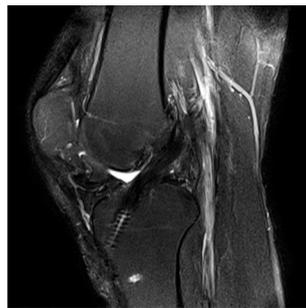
术后15个月MRI示前交叉韧带重建形态、连续性好
